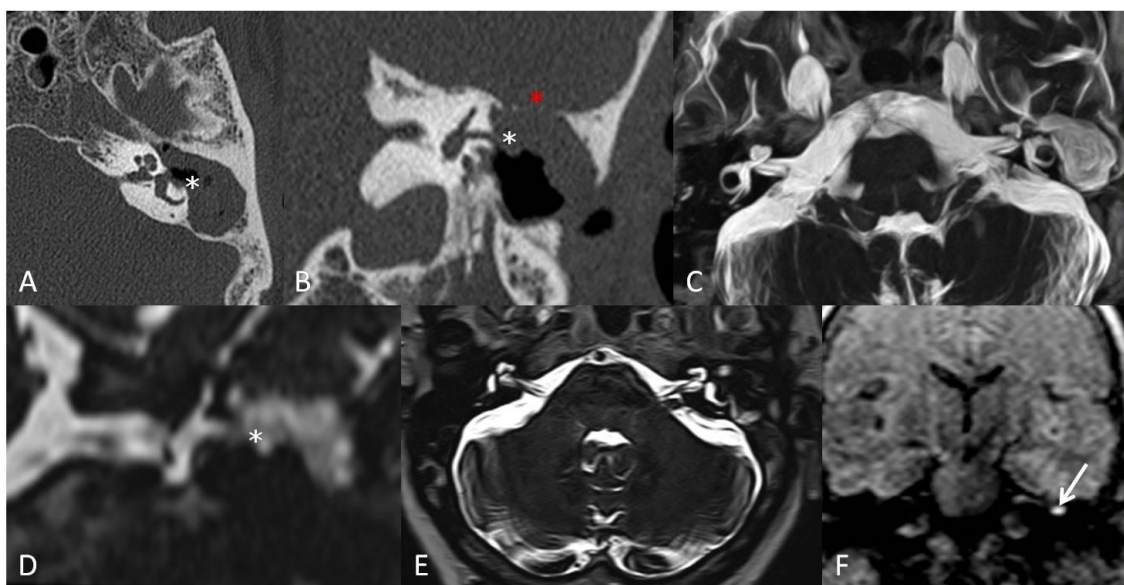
Colesteatoma izquierdo, con erosiones óseas. A y B: TC con reconstrucciones axial y coronal, ocupación mastoidea por material de partes blandas que produce erosión de la pared ósea del canal semicircular lateral (*) y tegmen tímpani (*). C, D, E y F: RM con ocupación semejante a la del TC, con hiperseñal focal en DW no EPI, que corresponde a recidiva colesteatomatosa.
